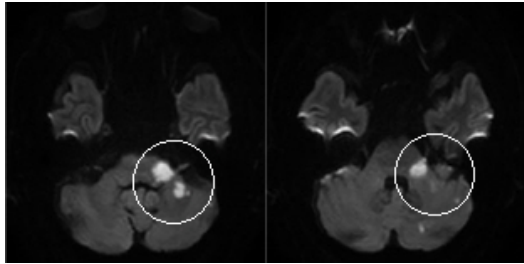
2022.02.12 (6 days after onset) brain MRI.
